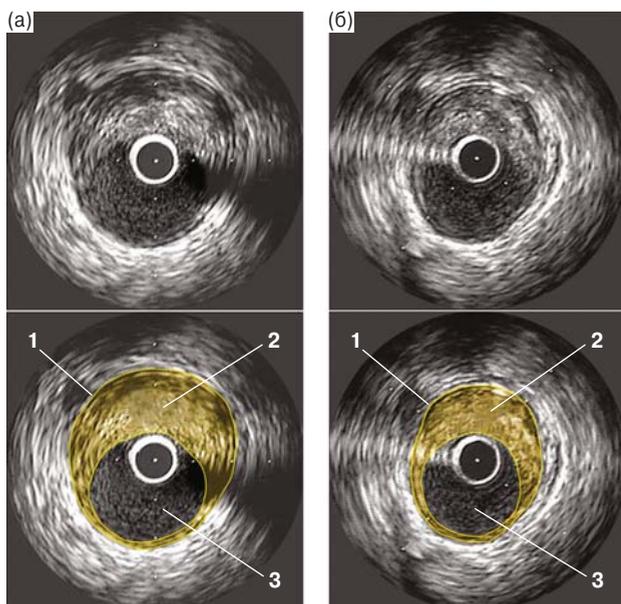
Уменьшение объема атеромы на фоне терапии розувастатином 40 мг/сут по данным ВКУЗИ в исследовании ASTEROID [20]. а – исходно; б – через 24 мес. 1 – площадь комплекса интима–медиа (а – 16,35 мм²; б – 11,77 мм²), 2 – площадь атеромы (а – 10,16 мм²; б – 5,81 мм²), 3 – площадь просвета сосуда (а – 6,19 мм²; б – 5,96 мм²).
